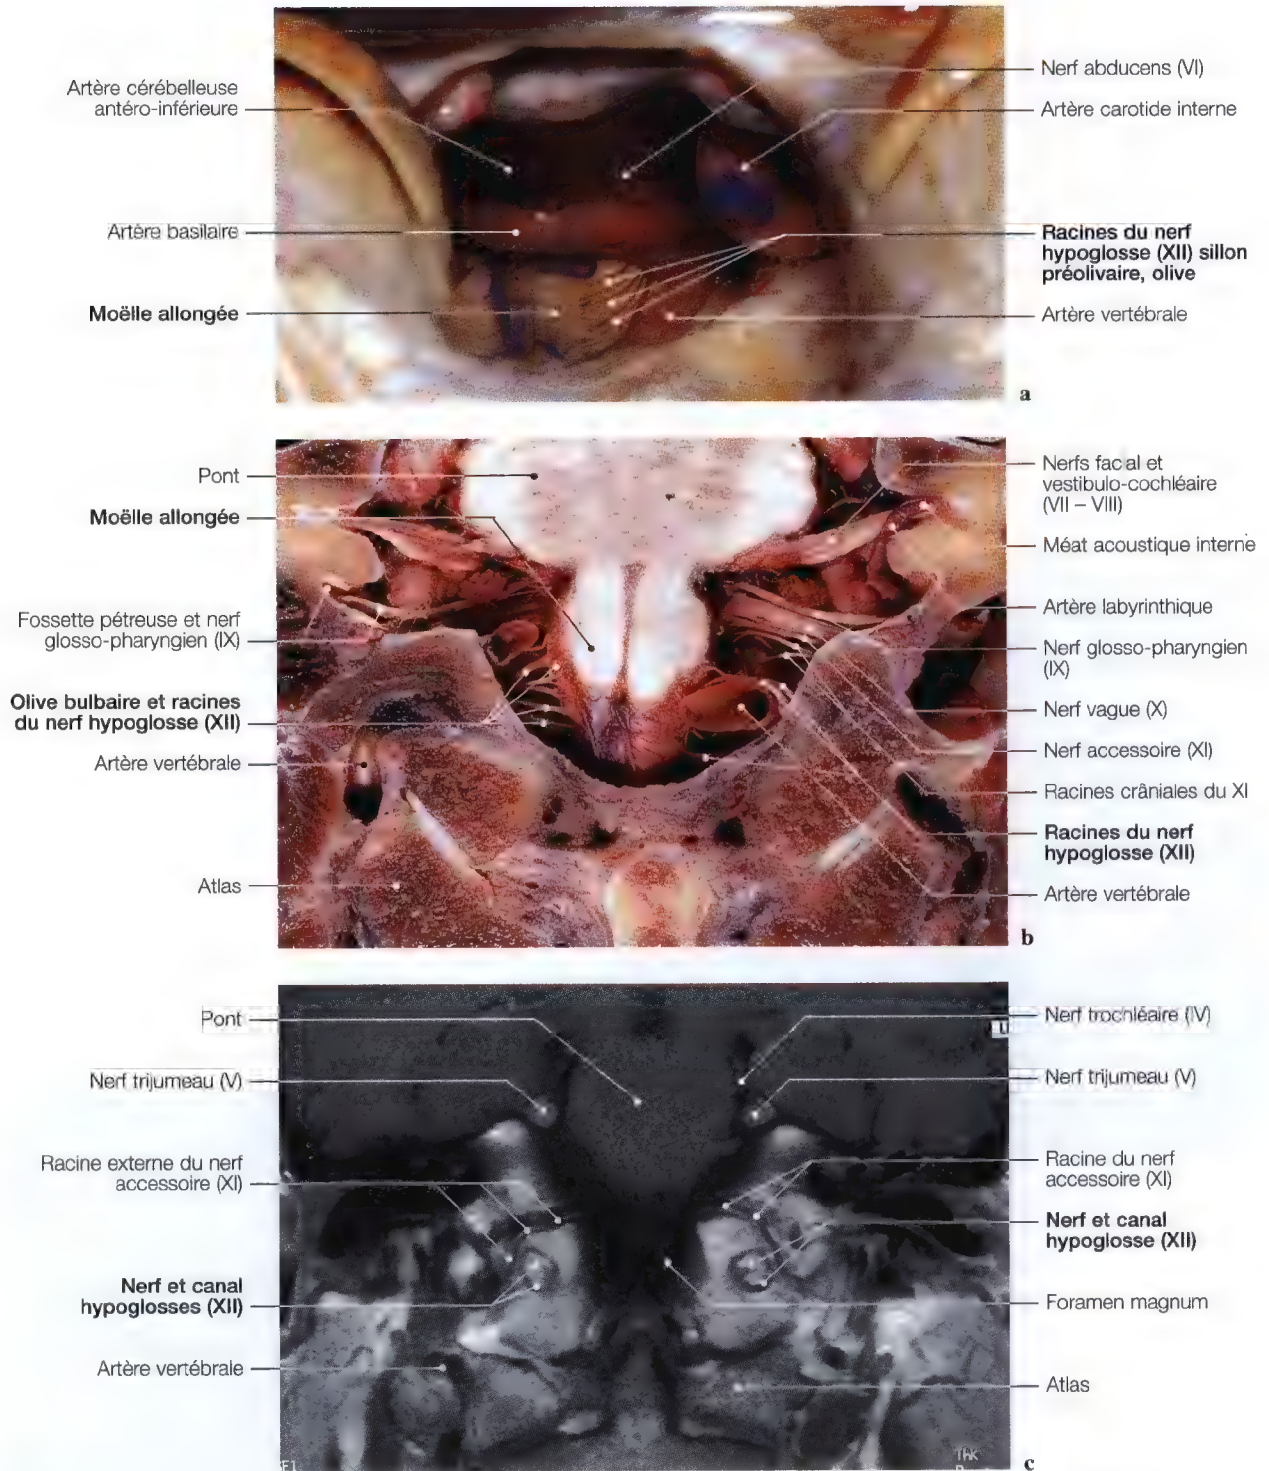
a – c. Dissection (a) et coupe anatomique (b) pour la mise en évidence des racines du nerf hypoglosse; IRM frontale au niveau des canaux et des nerfs hypoglosses. (Dissection: Pr. C. Sen, K.D. Post, C.S. Chen, *Microsurgical Anatomy of the Skull Base*, Thieme 1997; coupe anatomique: Pr. J.P. Francke, Faculté de Médecine, Lille, France)
